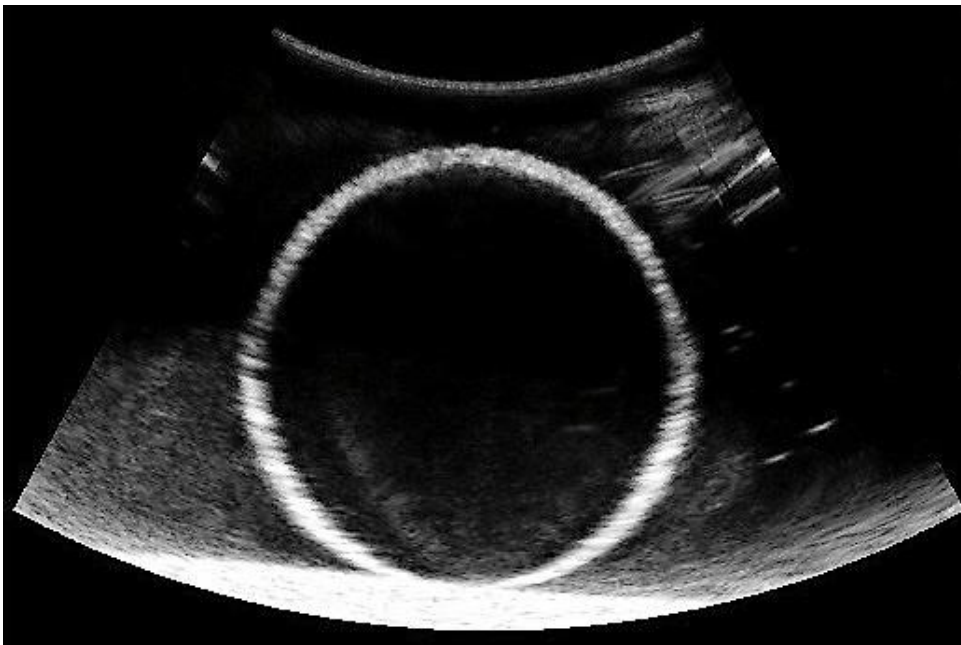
Sonographische Darstellung der Querschnittsfläche eines mit Wasser gefüllten Latexballons
